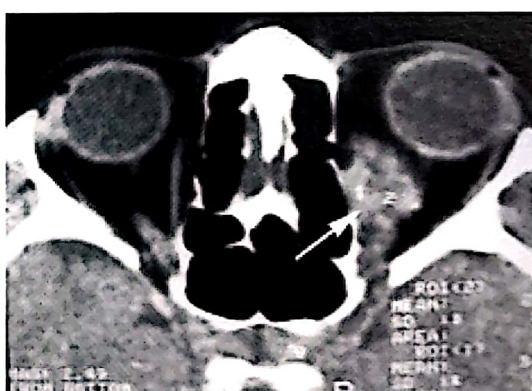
D.N., 38 ani. Pseudotumoră inflamatorie porțiunea medială a orbitei posterioare stângi și apexul orbital. CT axial fără contrast. Tumoră de densitate mixtă, slab delimitată.
